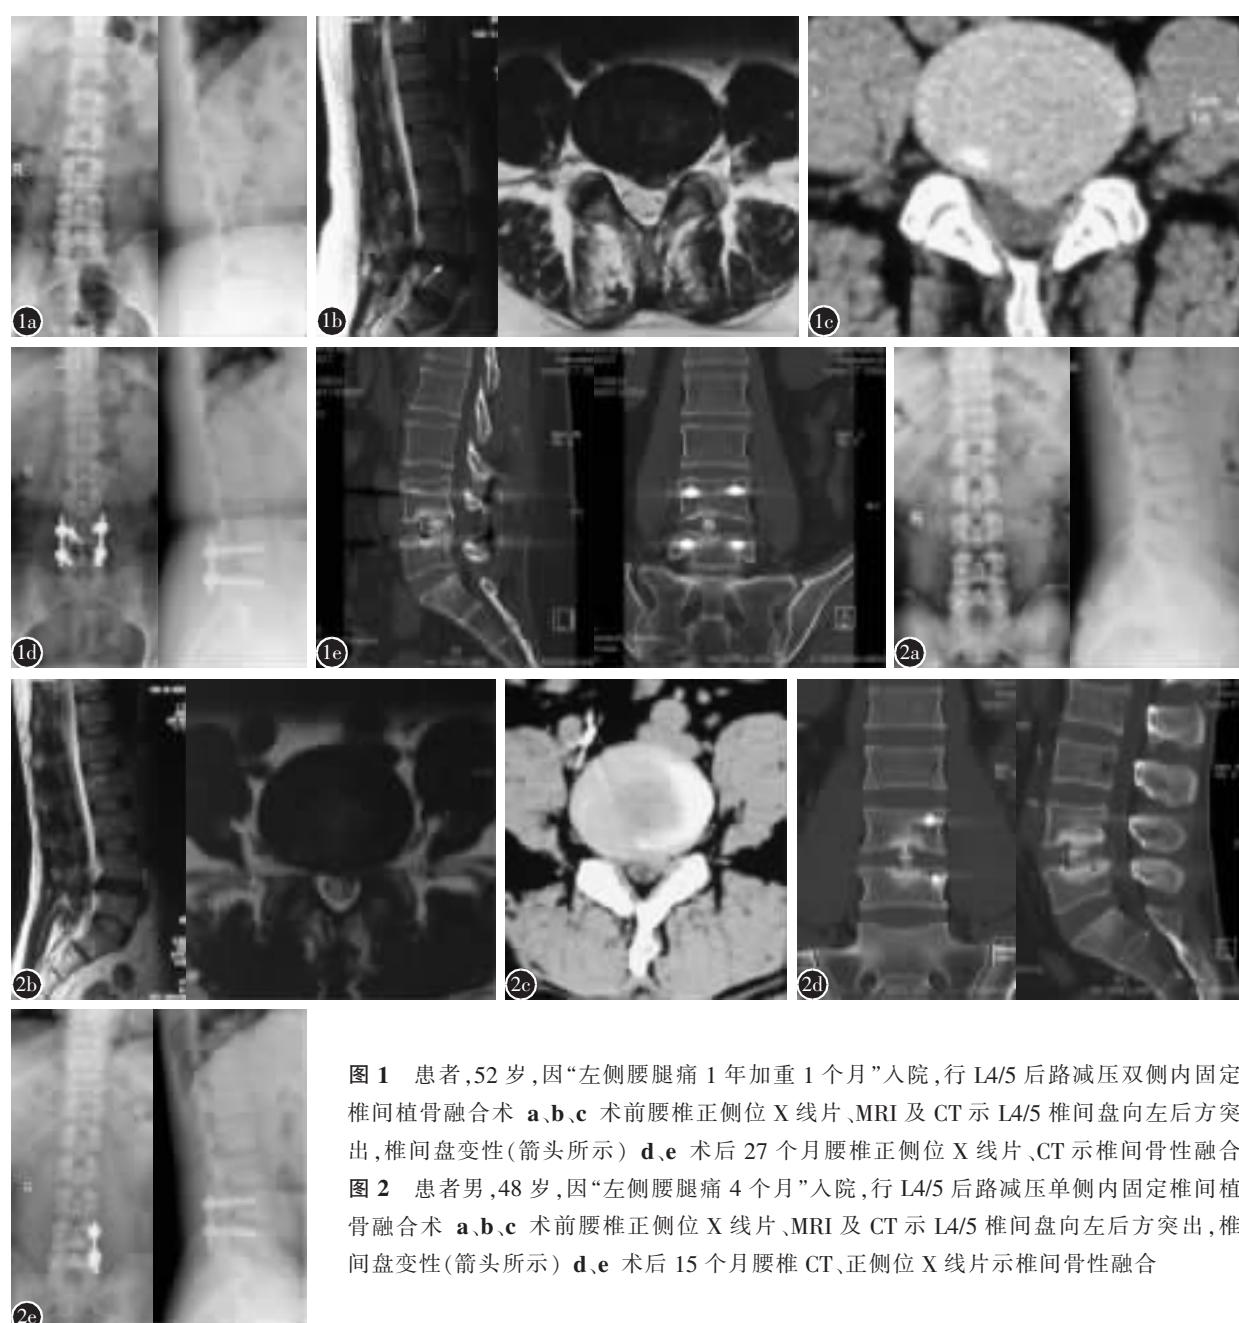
患者，52岁，因“左侧腰腿痛1年加重1个月”入院，行L4/5后路减压双侧内固定椎间植骨融合术 a、b、c 术前腰椎正侧位X线片、MRI及CT示L4/5椎间盘向左后方突出，椎间盘变性（箭头所示） d、e 术后27个月腰椎正侧位X线片、CT示椎间骨性融合
